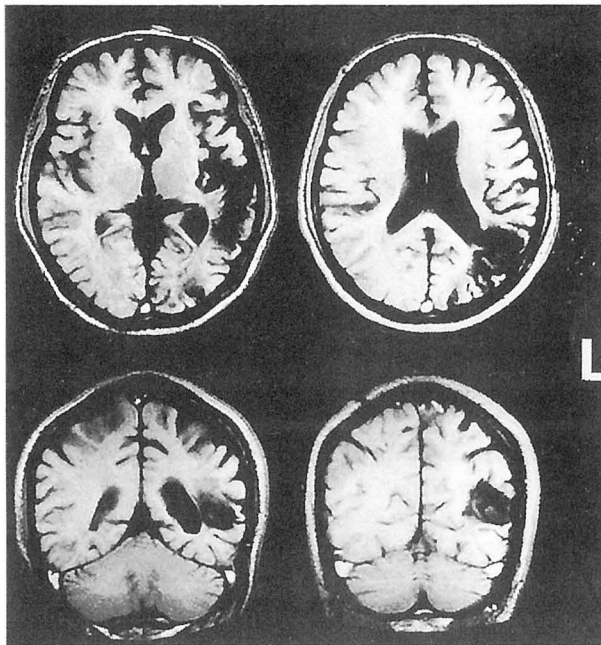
ウエルニッケ失語例の MRI T<sub>1</sub> 強調像 (上段は水平断面, 下段は冠状断面)
